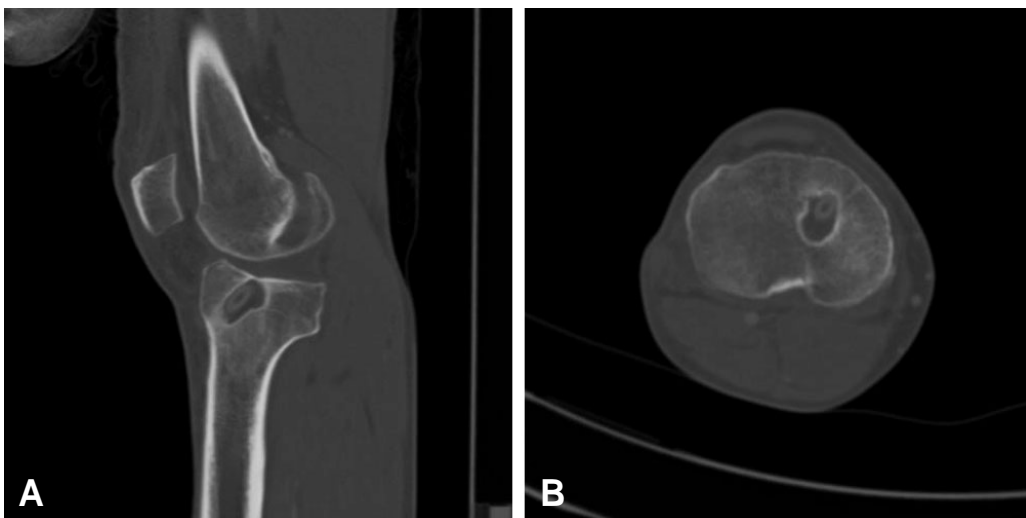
CT shows osteolysis on tibia with cyst (1.5×2.5 cm). (A) Sagittal view shows tunnel widening on tibia. (B) Coronal view shows osteolysis around a bioscrew.
